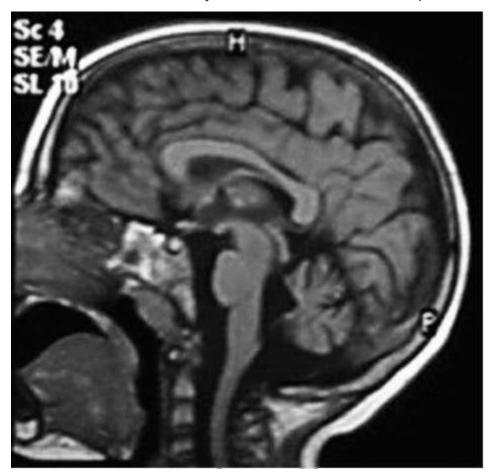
Магнитно-резонансная томография головного мозга при нейрональном цероидном липофусцинозе II типа. Кортикальная атрофия больших полушарий мозга, атрофия мозжечка
